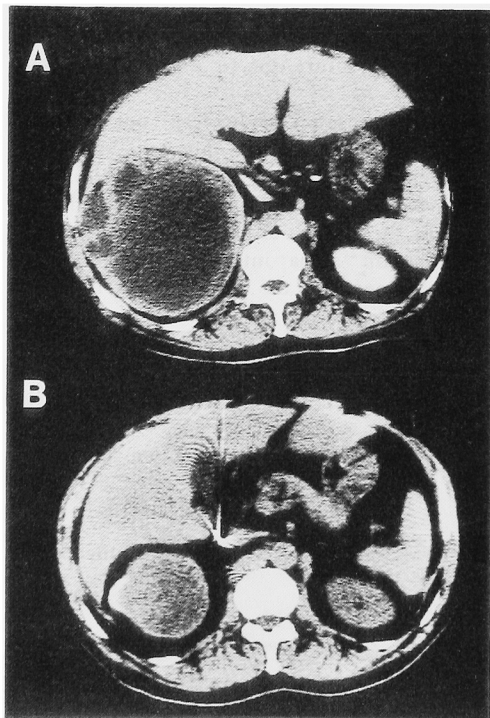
A: 術前腹部CT。右腎上極に腫瘤を認める。B: IFN投与後の腹部CT。腫瘍の著明な縮小を認めた。
